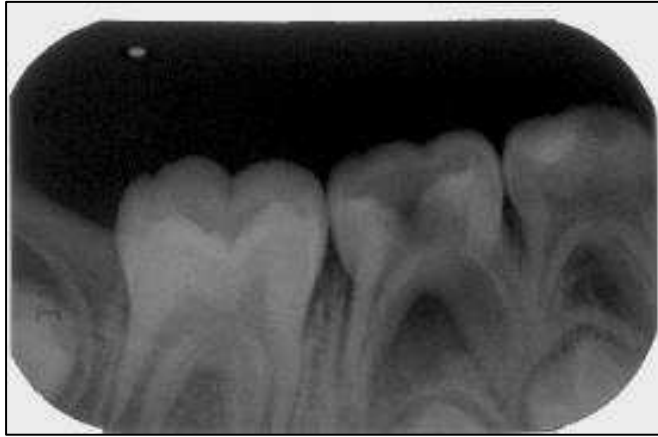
Radiografia inicial - diagnóstico e odontometria
